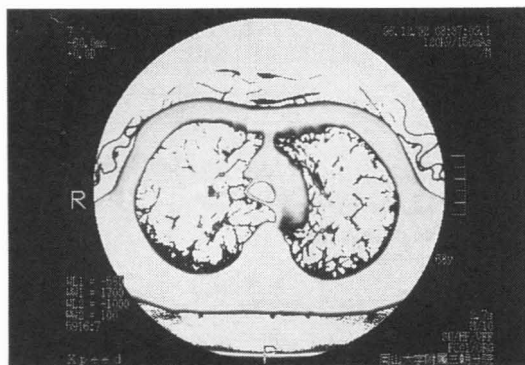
HRCT findings were also analyzed quantitatively, defining lung areas with CT numbers less than -950 Hounsfield Units (HU) as LAAs. The percentages of LAAs on HRCT were 72.6% at the top of the aortic arch
